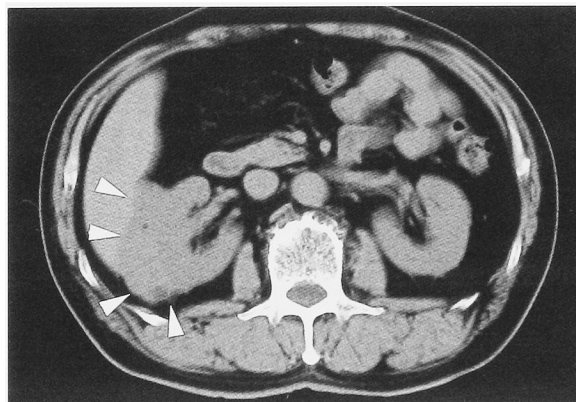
Computed tomography showed a tumor between the right kidney and the liver (arrows).
